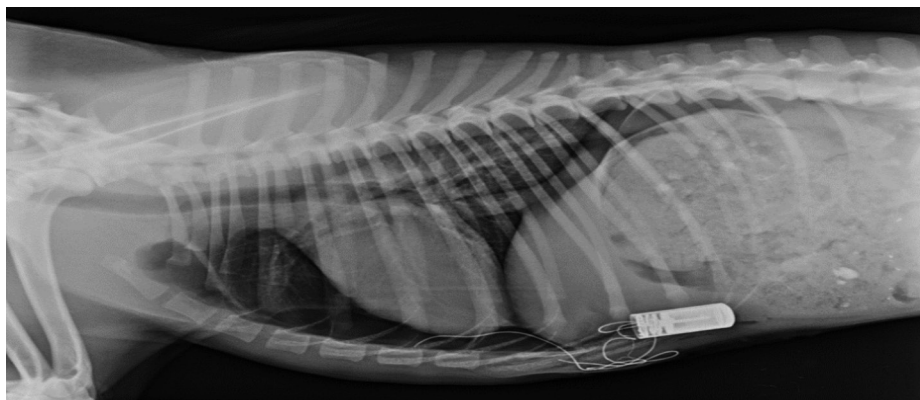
Рентгенографический снимок лабораторного животного после имплантации транспондера Stellar (в боковой проекции)
